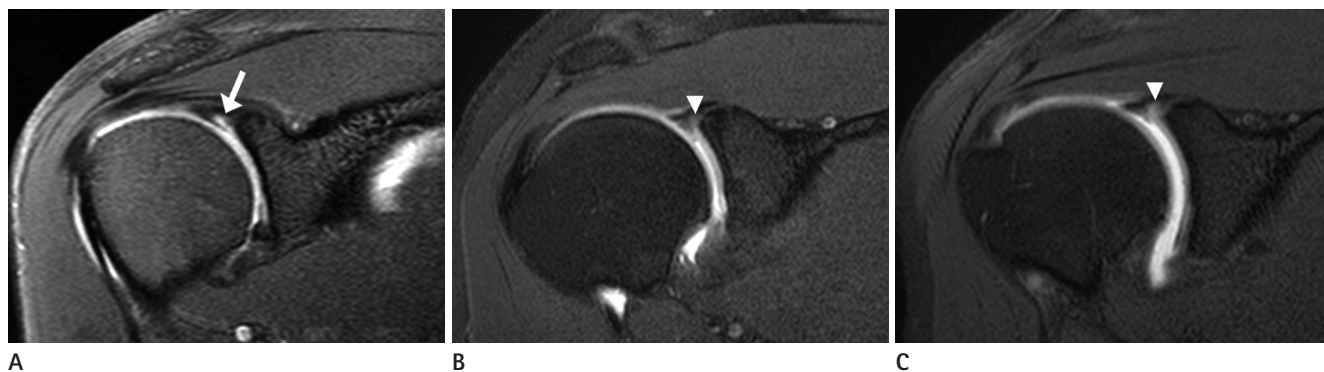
Magnetic resonance arthrograms from three different patients with or without superior labral lesions.
